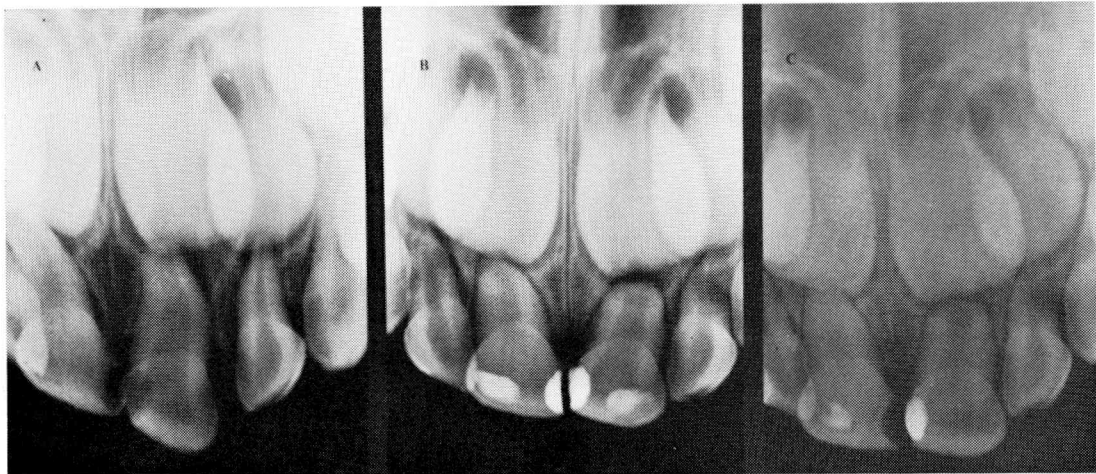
症例Ⅲ. A：初診時X線写真 B：スプリント除去時のX線写真 C：7ヵ月後のX線写真
